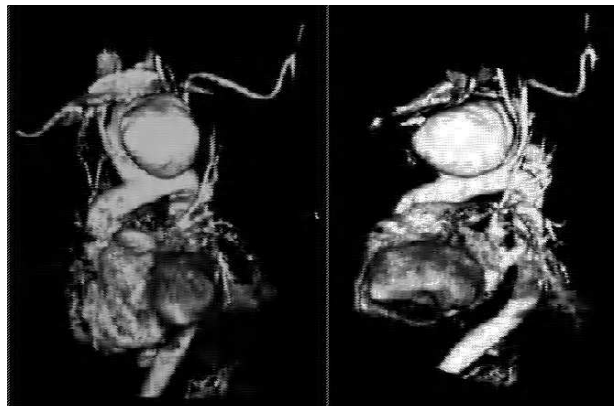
Aneurisma del arco aórtico demostrado con TC helicoidal.
